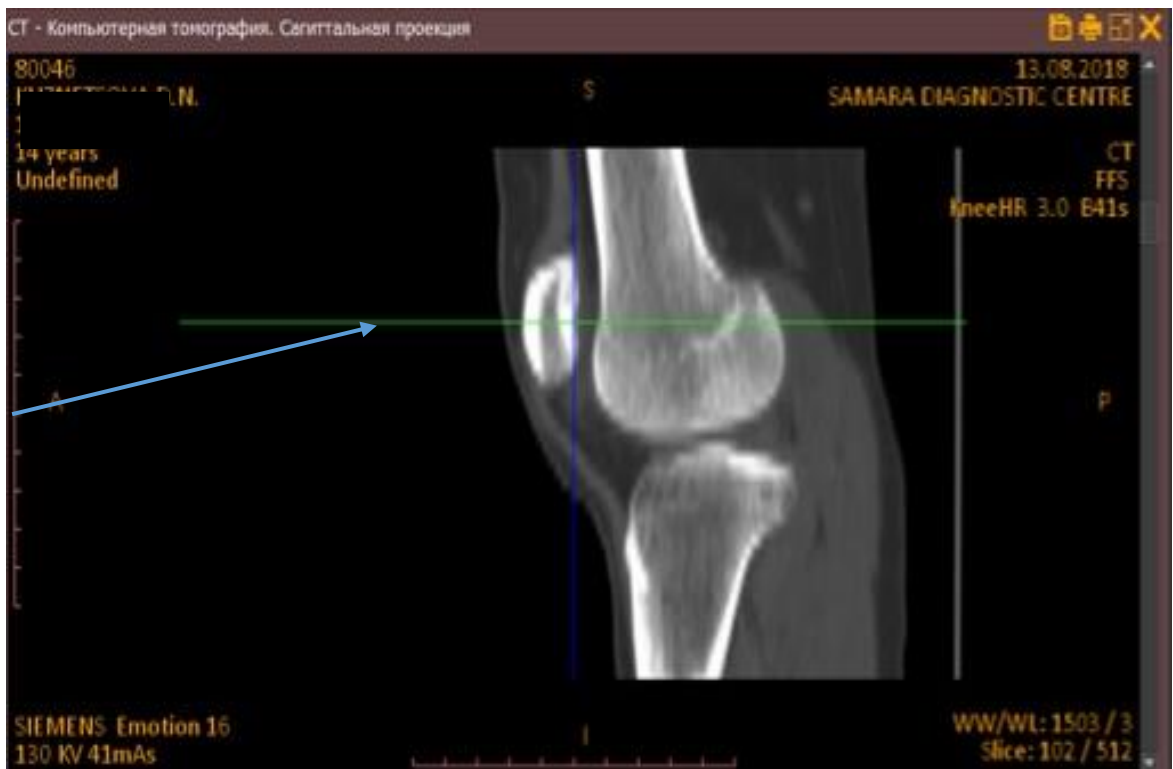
Компьютерная томограмма коленного сустава, сагиттальная проекция: 1 - ось X проведенная через центр надколенника
